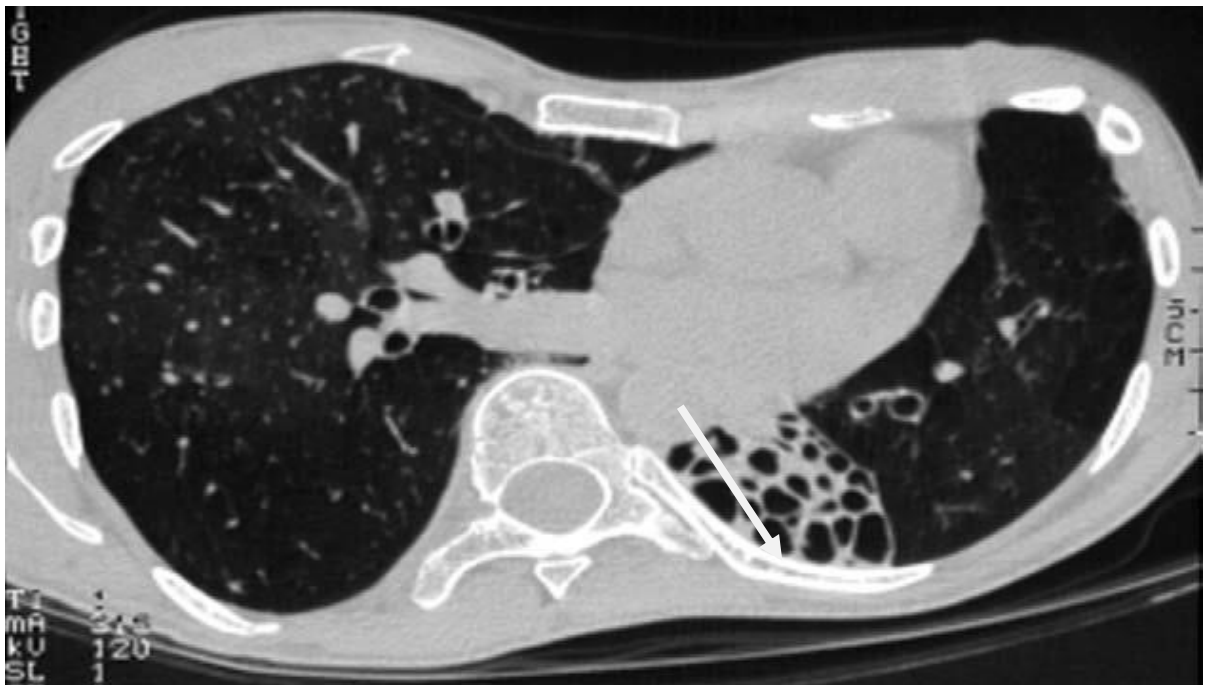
Dilatation des bronches de type kystique localisé à la TDM [13].
